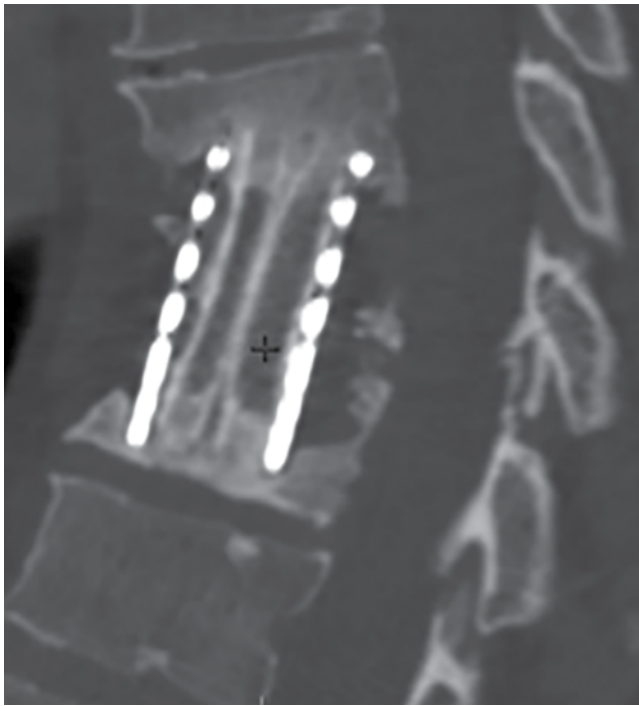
КТ позвоночника пациентки П. от 12.03.2018 г. Состояние после операции: резекции, переднего спондилодеза Th₈-Th₁₀ титановой блок-сеткой и аутотрансплантатами из ребра, формирование костного блока
